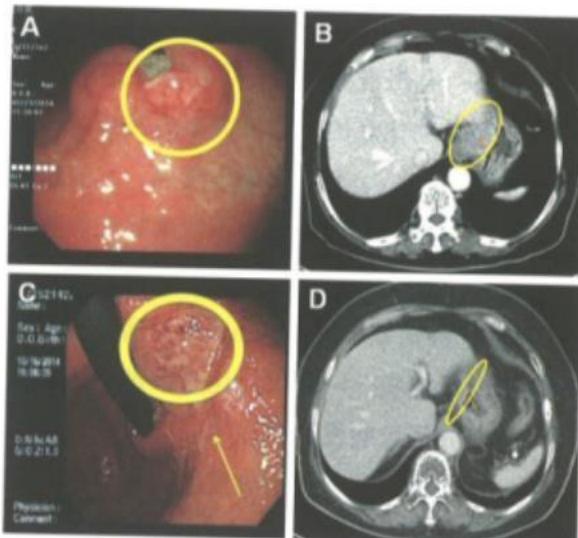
例3患者内镜和CT图像。A，2014年5月21日胃镜显示贲门下进展型胃癌（粗圆圈内），活检：腺癌；B，2014年5月22日CT显示胃体高位右侧壁局限性胃壁增厚（细圆圈内），提示胃癌；C，2014年10月26日复查胃镜，原肿瘤处肿块消失，形成疤痕（粗圆圈内）；D，2016年3月22日CT显示胃体高位胃壁变薄，原先增厚的范围缩小（细圆圈内）
